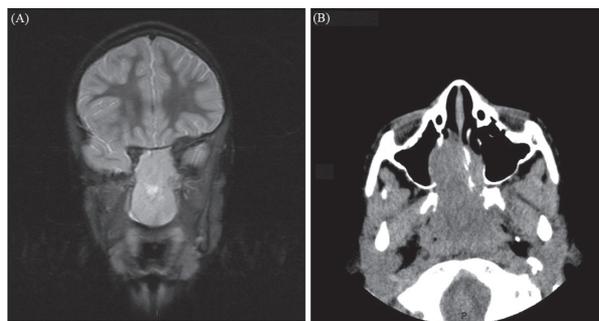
(A) Imagem de TC de crânio sem contraste evidenciando massa de partes moles ocupando todo o seio esfenoidal com destruição das paredes do seio com extensão para a rinofaringe; (B) Imagem de RNM de crânio AXI T2 apresentando volumosa formação expansiva e infiltrativa, ocupando o cavum e obliterando as coanas nasais, envolvendo o septo nasal na sua porção posterior, determinando espessamento mucoso e velamento parcial por secreção dos seios maxilares. A lesão rebaixa o palato fibroso e a base da língua. Há obliteração completa da coluna aérea da rinofaringe e parcial da orofaringe
